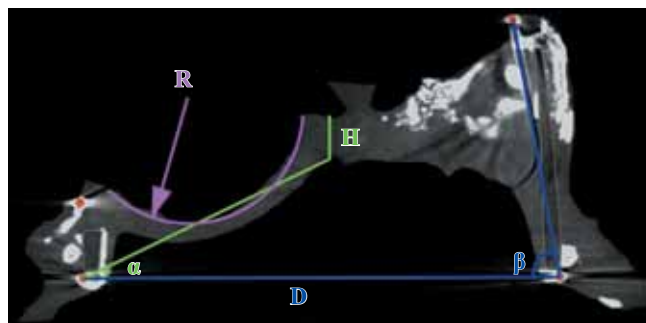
Основные параметры, измеряемые на полученных томограммах
